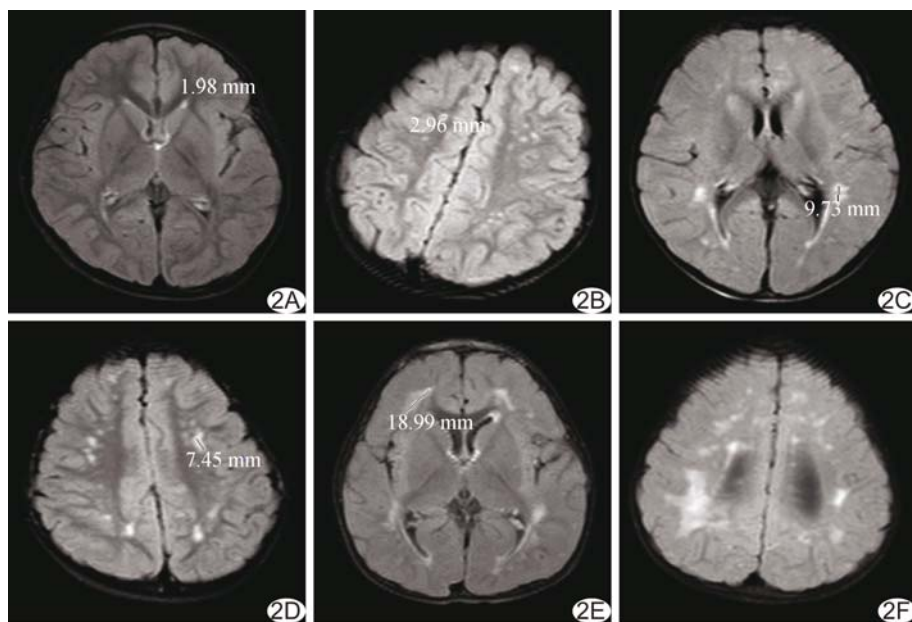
FLAIR 序列图像,深部白质区 WML 评分 A. 额叶 WML 最大径约 1.98 mm,病变数量 ≤ 5 ,评分为 1 分; B. 额叶 WML 最大径约 2.96 mm,病变数量 ≥ 6 ,评分为 2 分; C. 额叶 WML 最大径约 9.73 mm,病变数量 ≤ 5 ,评分为 3 分; D. 额叶 WML 最大径约 7.45 mm,病变数量 ≥ 6 ,评分为 4 分; E. 额叶 WML 最大径约 18.9 mm,病变数量 ≥ 1 ,评分为 5 分; F. 顶叶 WML 病变融合成片,评分为 6 分
